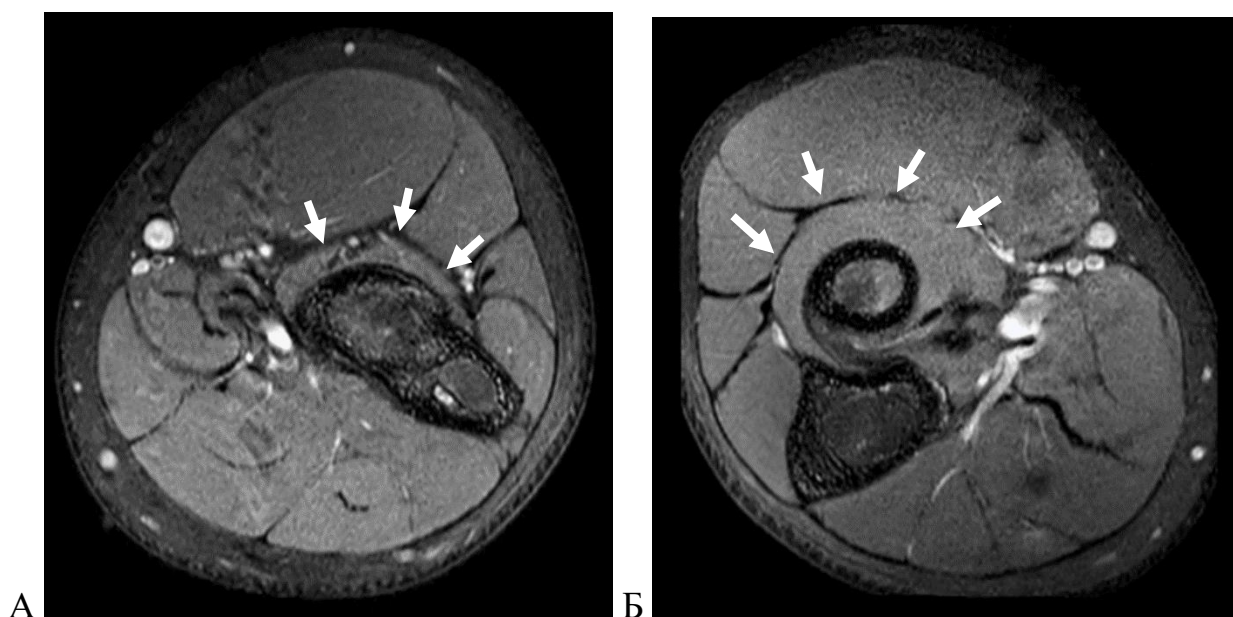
МРТ предплечья мальчика 13 лет с врожденным левосторонним радиоульнарным синостозом, аксиальные срезы предплечья на уровне головки лучевой кости в протонно-взвешенном режиме с жироподавлением (PDW TSE SPAIR), стрелками обозначен супинатор: А – левое предплечье; Б – здоровая контралатеральная конечность.
